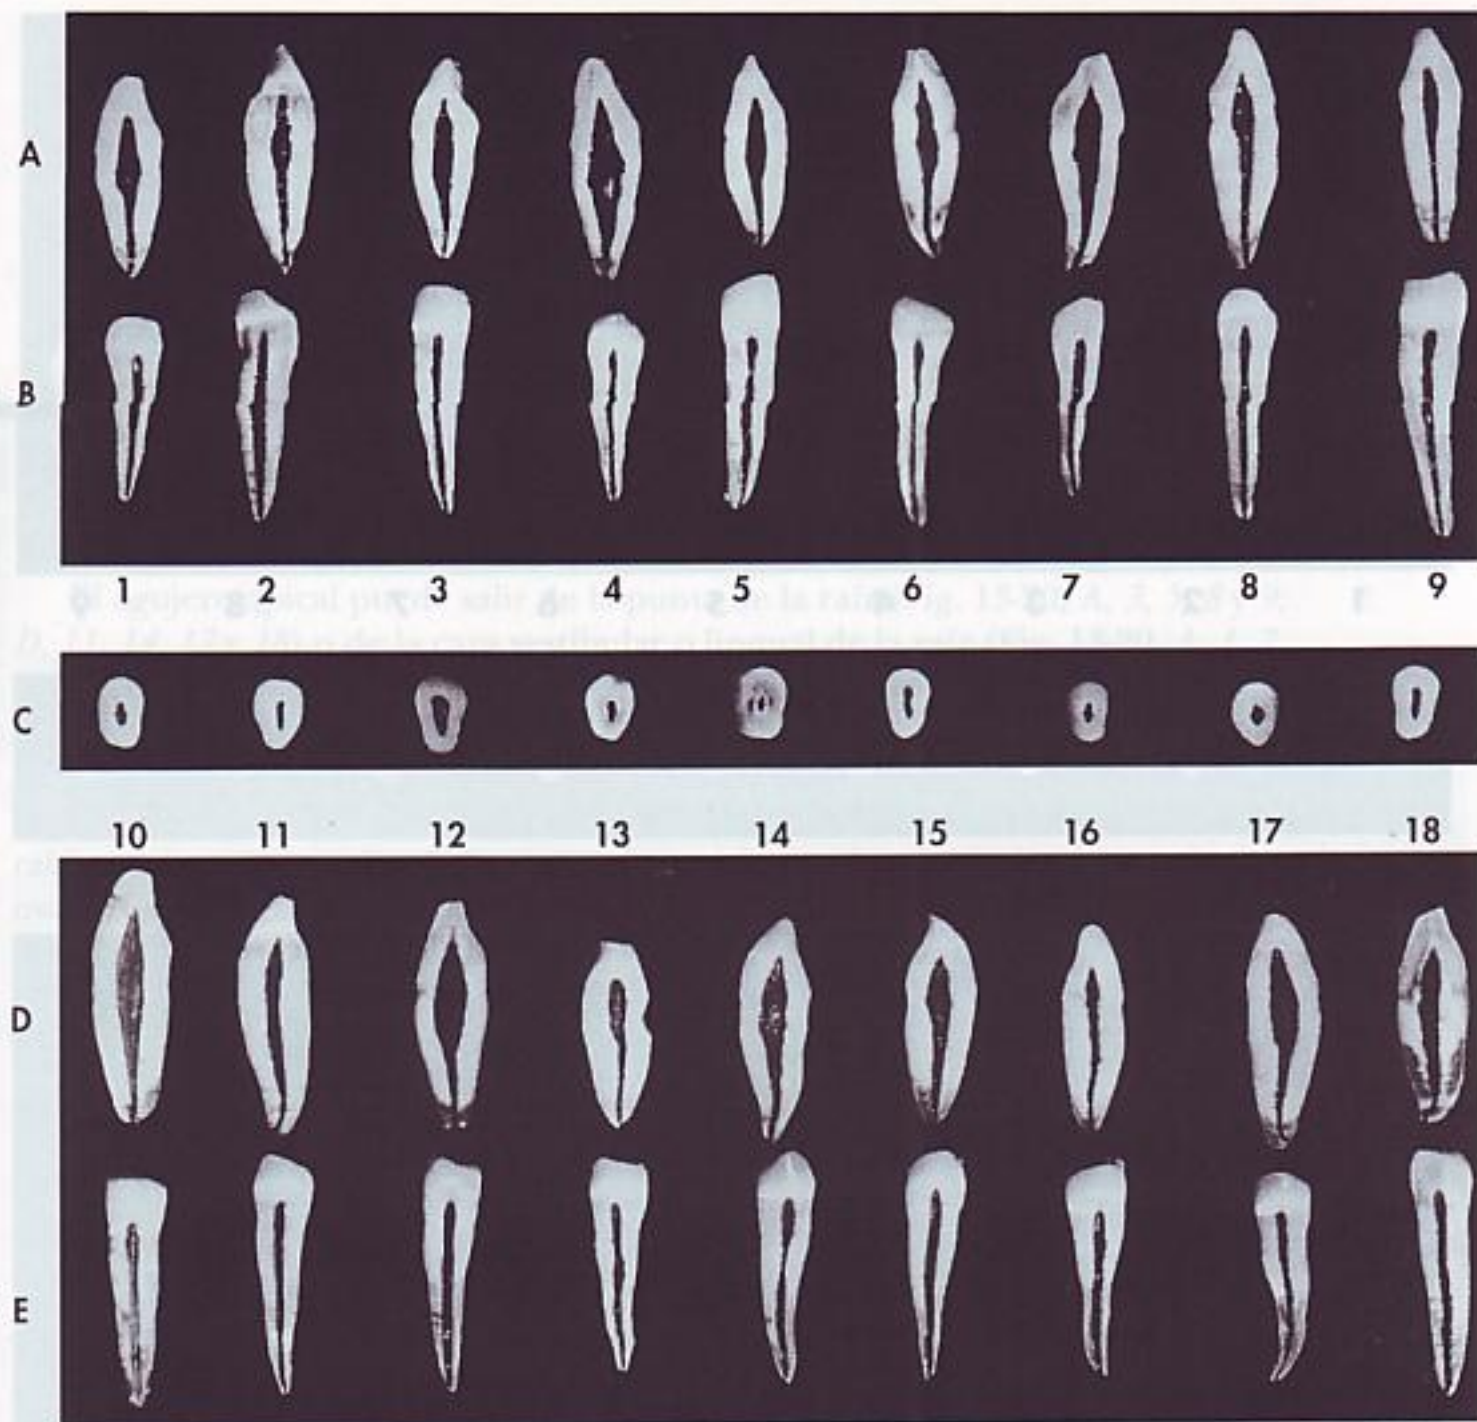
Canino mandibular. A, sección vestibulolingual mostrando la superficie mesial y distal de la cavidad pulpar. Esta proyección no se puede ver en las radiografías dentales. B, sección mesiodistal mostrando la superficie vestibular y lingual de la cavidad pulpar. C, sección transversal cervical en la UAC mostrando la cámara pulpar. Corresponde a la entrada del conducto o conductos que se pueden ver en el suelo de la cámara pulpar. D, sección vestibulolingual mostrando la superficie mesial y distal de la cavidad pulpar. E, sección mesiodistal mostrando la superficie vestibular y lingual de la cavidad pulpar.
